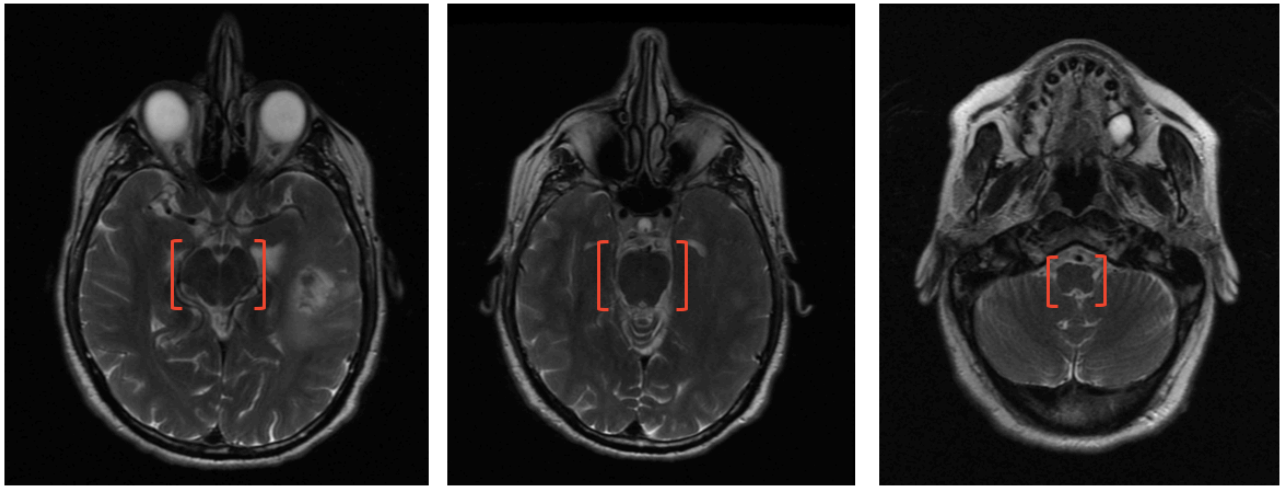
Segmentos anatómicos cerebrales donde pasan las fibras de proyección en imágenes axiales de RM T2 FSE. De izquierda a derecha y entre corchetes; mesencéfalo, protuberancia y bulbo raquídeo.
